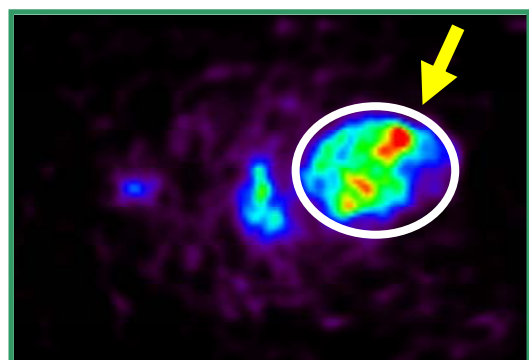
POS+¹⁸F]FBB インビボカップリング PET イメージング結果
